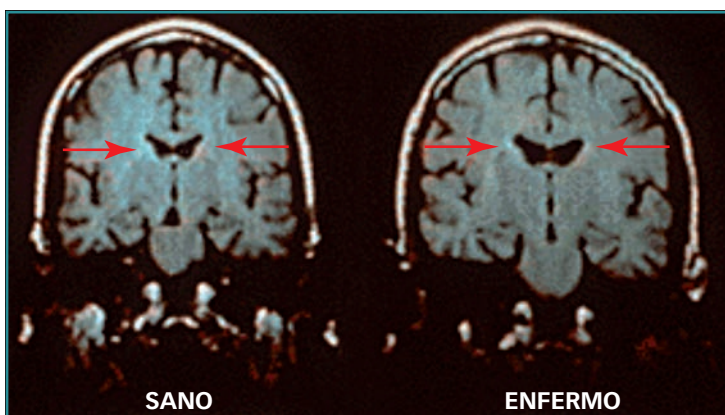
RMN craneal, plano coronal. Asimetría ventricular en gemelos monogóticos discordantes para la esquizofrenia.
